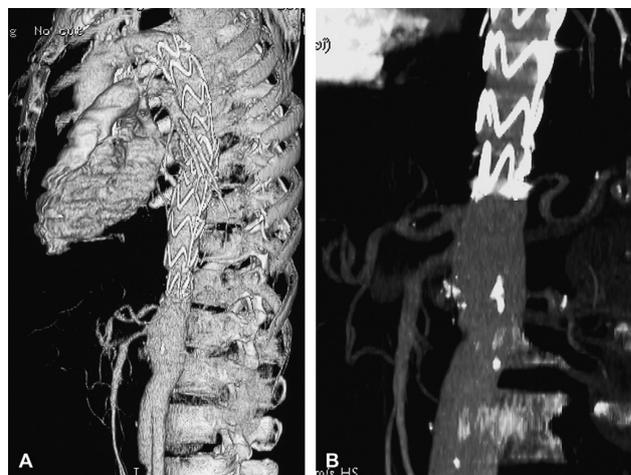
А – компьютерная томография через 3 месяца после эндопротезирования; В – части эндопротеза ближайшие к чревному стволу
